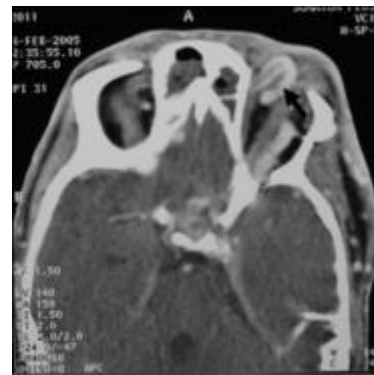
TDM orbitaire et cérébrale: coupe axiale avec injection de produit de contraste : dilatation de la veine ophtalmique supérieure gauche (flèche).
